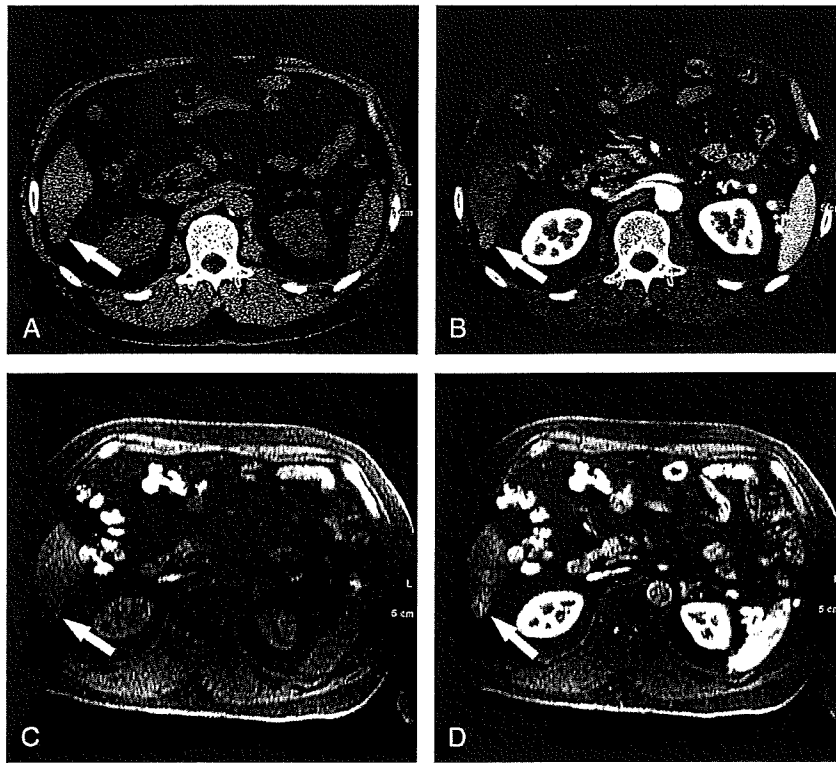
Computed tomographic and MR images of a 67-year-old man with HCC in segment 6 of the liver. Plain CT (A) shows a slightly low-density mass, and the lesion is slightly hyperdense compared with the surrounding liver parenchyma during the LAP (B) and was scored 3. The precontrast LAVA imaging (C) also shows a small low-intensity mass in segment 6 of the liver. The lesion is slightly hyperintense compared with the surrounding liver parenchyma during the LAP (D), and was also scored 3 on MRI.
